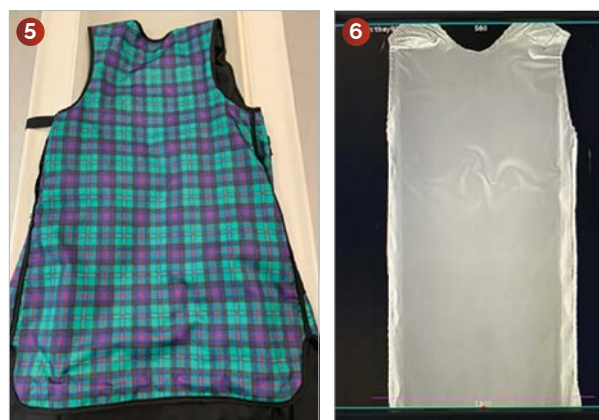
Tablier plombé déposé sur la table de l'appareil TDM
